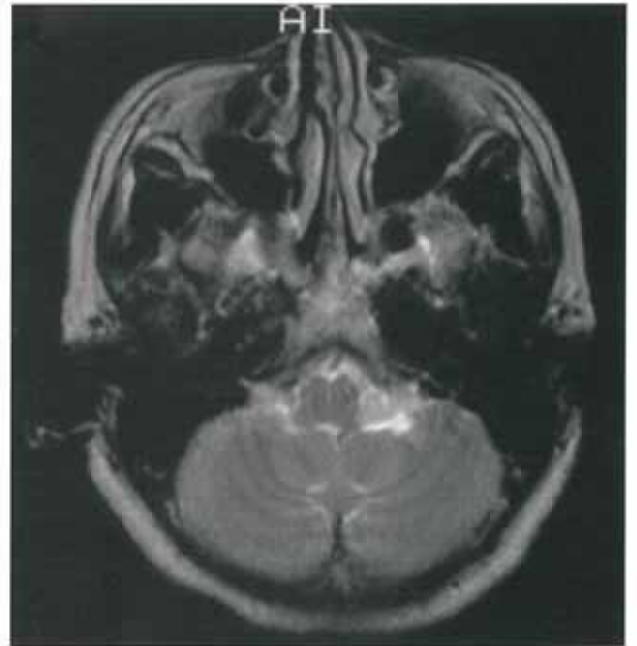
MR axial T2-weighted image. The tumor appears as an iso- to high-intensity area on T2-weighted MR imaging.
